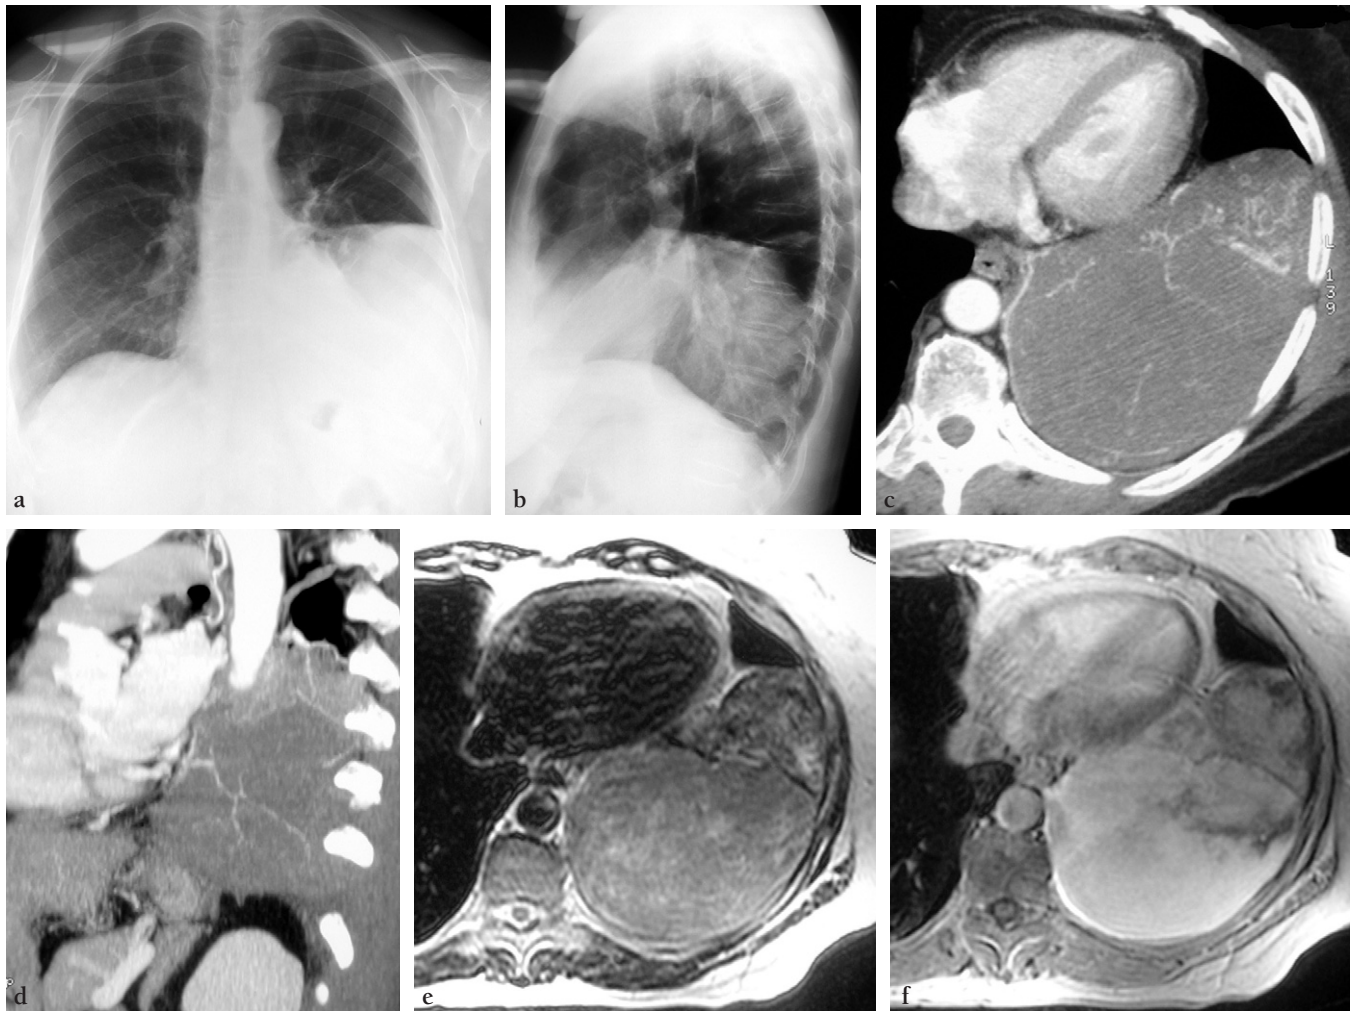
Volumineuse tumeur fibreuse pleurale solitaire intéressant le tiers inférieur de l'hémithorax gauche (a, b). La coupe axiale TDM-MIP (c) montre le caractère très hypervasculaire de la partie antérieure de la tumeur et l'hypervascularisation venant de vaisseaux pariétaux et médiastinaux. La reconstruction frontale oblique montre également l'augmentation de calibre des vaisseaux bronchiques (d). La coupe axiale IRM en pondération T2 (e) montre le caractère hétérogène de la tumeur, plus marquée dans sa partie antérieure. On retrouve cette hétérogénéité sur la coupe axiale en pondération T1 avec injection de produit de contraste avec annulation du signal de la graisse (f).
